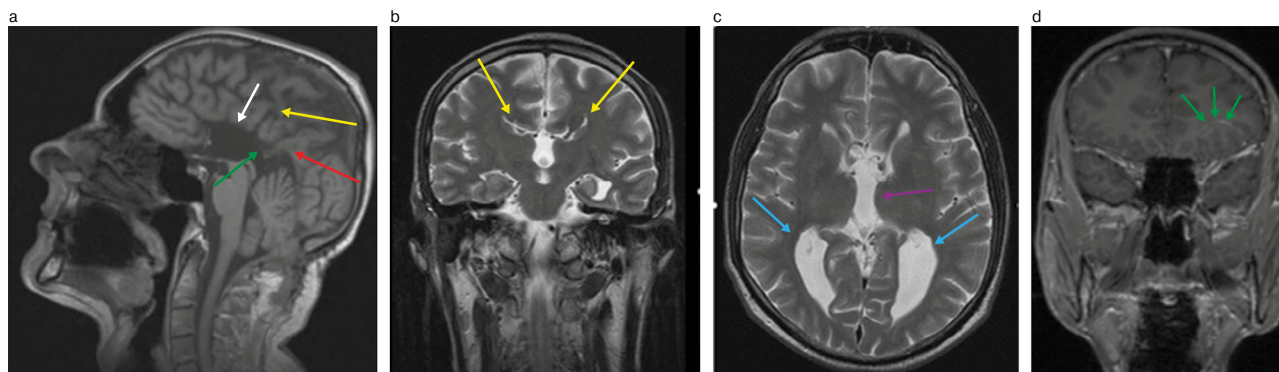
Больной П., 50 лет. МРТ ГМ: а – Т1-взвешенное последовательное изображение в сагиттальной плоскости: полное отсутствие МТ (белая стрелка); расширение крыши III желудочка (красная стрелка); аномальная поясная извилина (желтая стрелка); нижний сагиттальный синус (зеленая стрелка); б – Т2-взвешенное последовательное изображение в коронарной плоскости: симптом «шлем викинга» – поясная извилина вывернута в виде суженных и удлинненных лобных рогов (желтые стрелки); с – Т2-взвешенное последовательное изображение в аксиальной плоскости. Боковые желудочки мозга расширены за счет задних рогов: справа – 15 мм, слева – до 21 мм (голубые стрелки); III желудочек расширен до 13 мм – симптом «гоночного автомобиля» (розовые стрелки); д – Т1-взвешенное последовательное изображение в коронарной плоскости с контрастированием. Отмечена венозная аномалия развития лобной доли в виде мальформации (зеленая стрелка).
